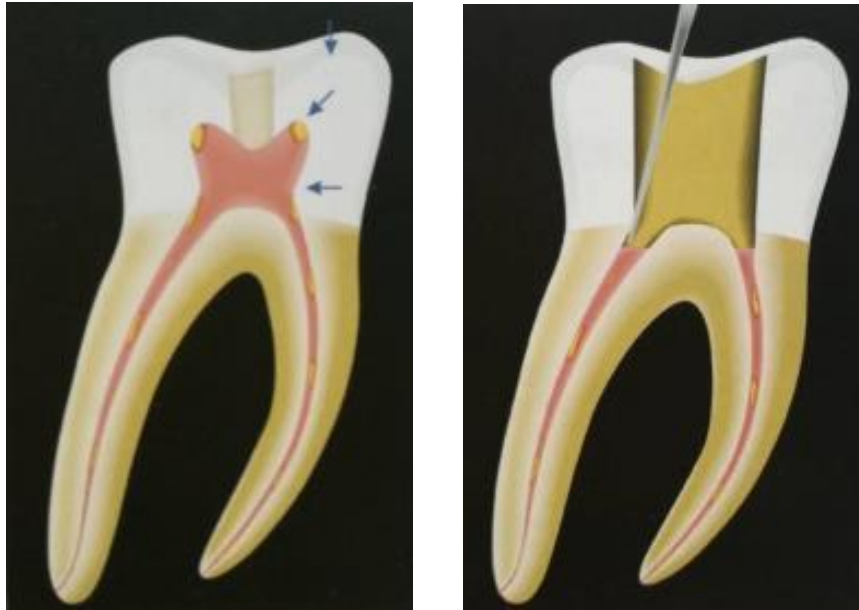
Molar inferior, flechas indican deficiencias (presencia del techo de la cámara pulpar, proyección de la cúspide MV sobre el conducto MV, interferencia en la entrada del conducto). Desgaste de interferencias con punta de ultrasonido.⁸
